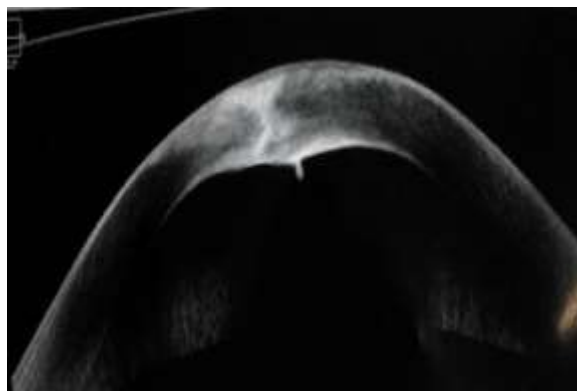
Tomografía computarizada corneal de cuerpo extraño penetrante en la cámara anterior.
